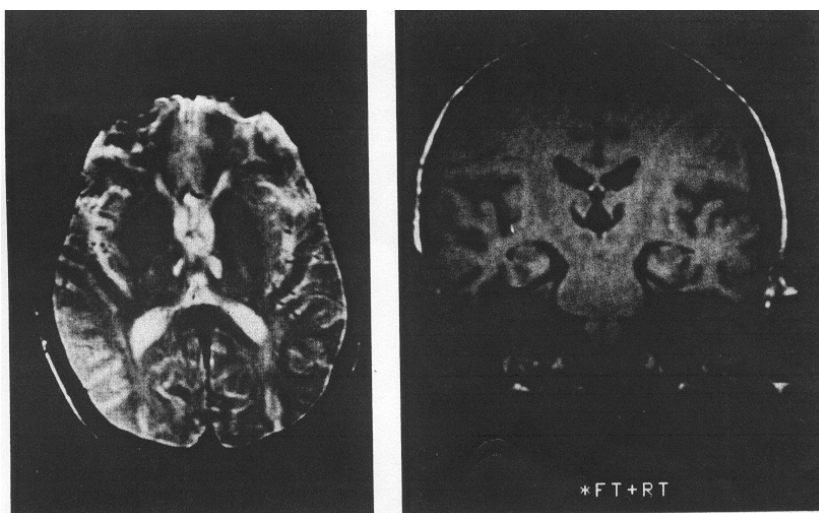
Esame RM: immagini tarate in sezione orizzontale secondo il tempo di rilassamento T₂ (sinistra) ed in sezione coronale secondo T₁ (destra) che mostrano al livello del talamo un infarto simmetrico del nucleo dorso-mediale, della lamina midollare interna e del tratto bilaterale mammillo-talamico.
